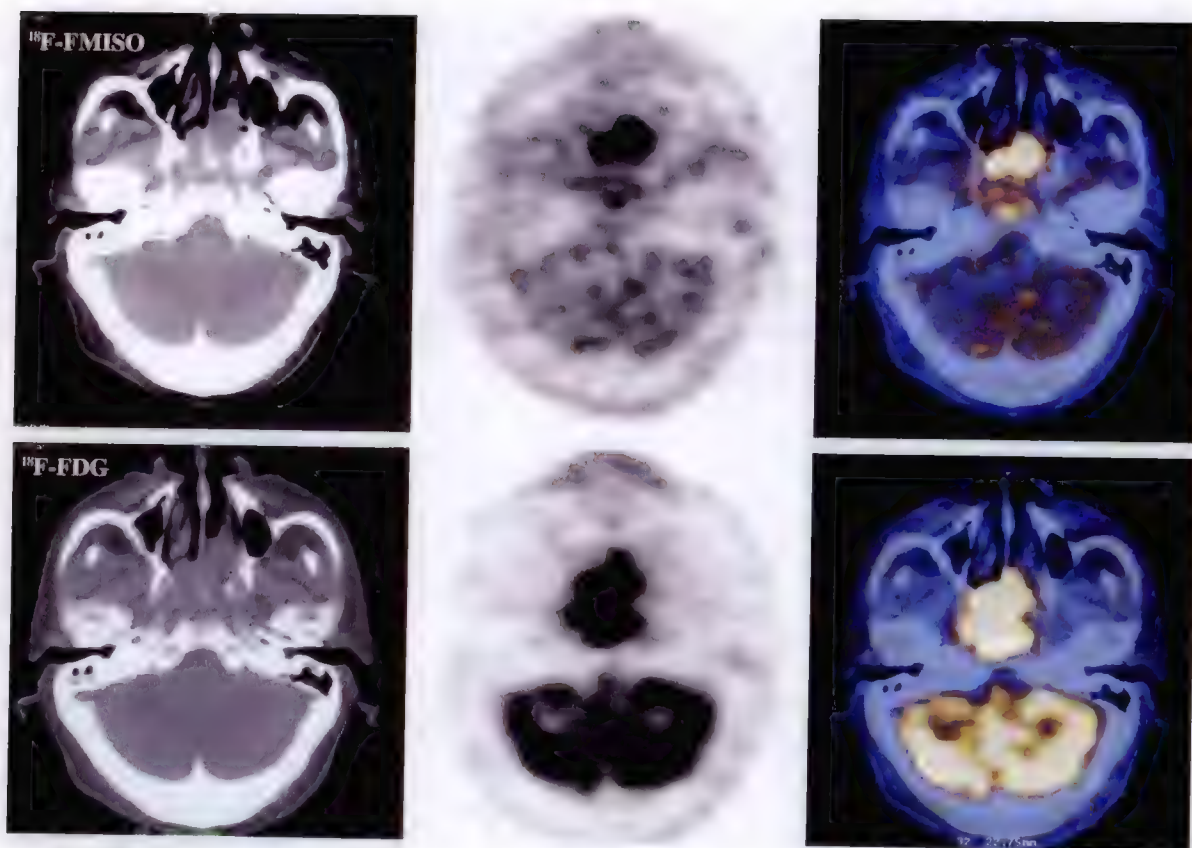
鼻咽癌 ^{18}F -FMISO、 ^{18}F -FDG PET/CT 显像图比较
